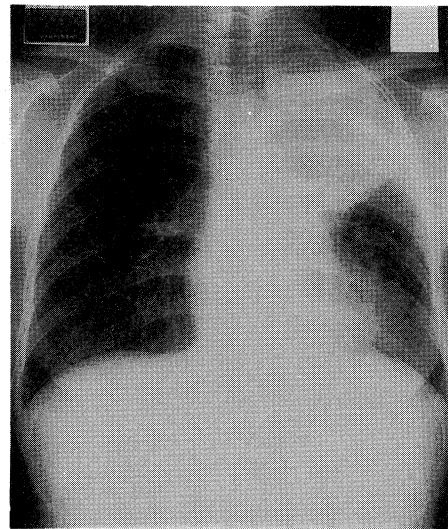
Chest X-ray film three days later after admission
